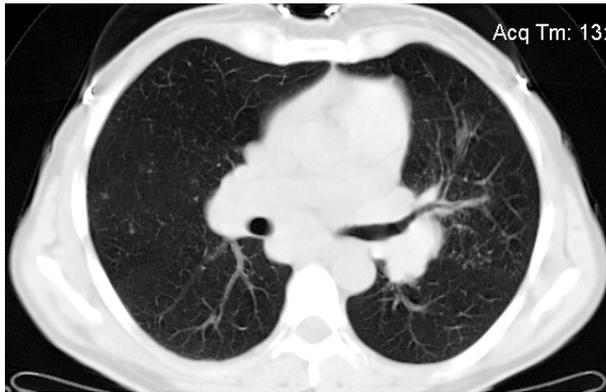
Рентгенологічна картина органів грудної клітки у хворого П. (47 років) з саркоїдозом легень II ст. Спіральна комп'ютерна томографія (товщина зрізу 1-2 мм).
